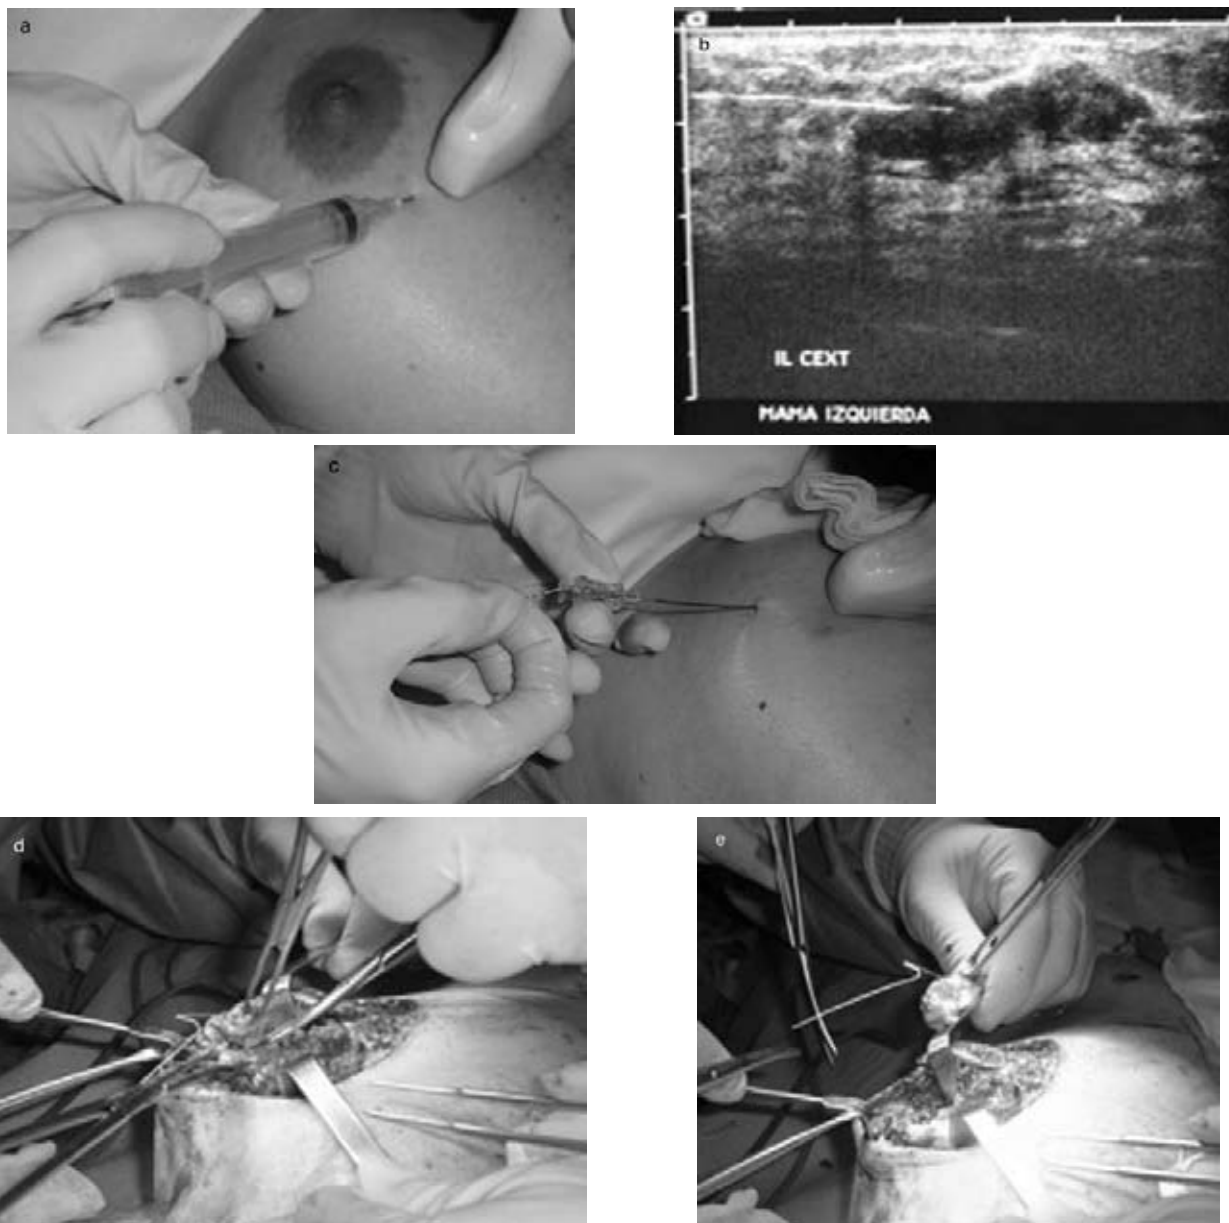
a) Marcaje de la glándula mamaria por ultrasonido. Infiltración de la región con anestesia local. b) Localización por ultrasonido de la lesión sospechosa. c) Marcaje de la lesión guiada por ultrasonido. d) y e) Biopsia por escisión (espécimen y arpón). Servicio de Radiología y Cirugía Ambulatoria. Hospital Ángeles del Pedregal. Cortesía del Dr. Javier Gomezpedrozo Rea.
